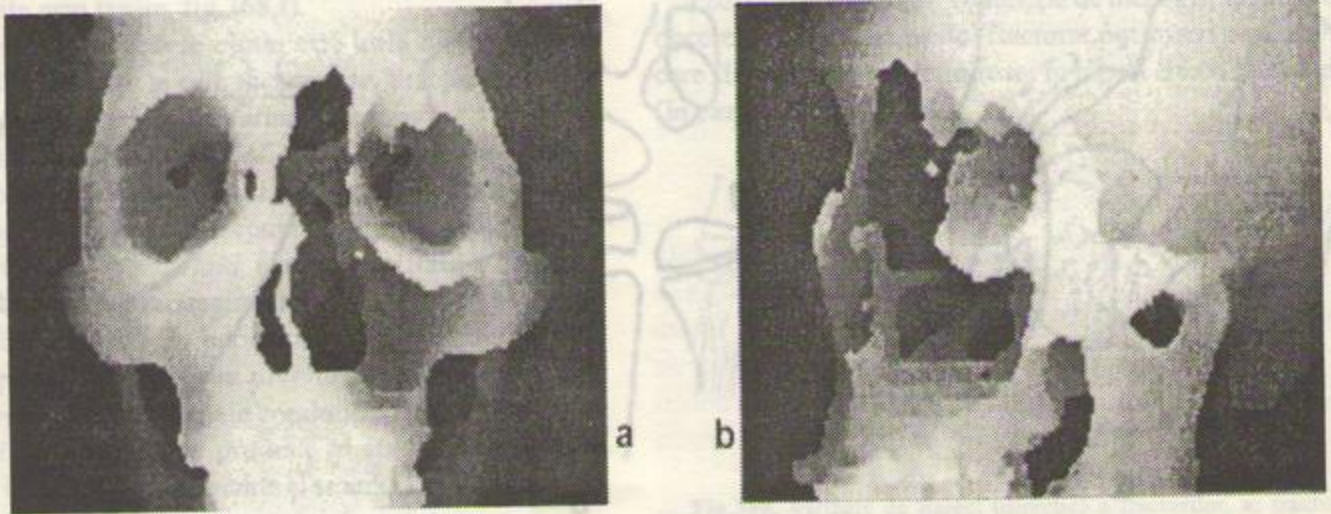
Reprezentare tridimensională CT a scheletului facial, după o intervenție chirurgicală largă (tumoră malignă etmoido-maxilară). Regiunea osoasă respectivă este "privită" din față (a) și din profil (b).
